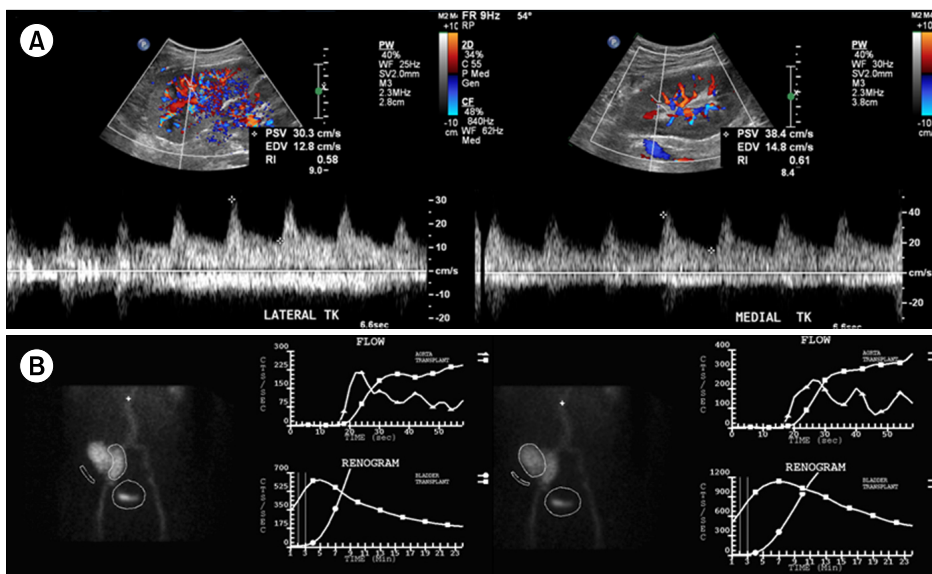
(A) Doppler ultrasonogram (U/S) image. Doppler U/S shows normal resistant index and vascularity. (B) Renogram image, renogram scan shows normal limits of blood flow and function.
